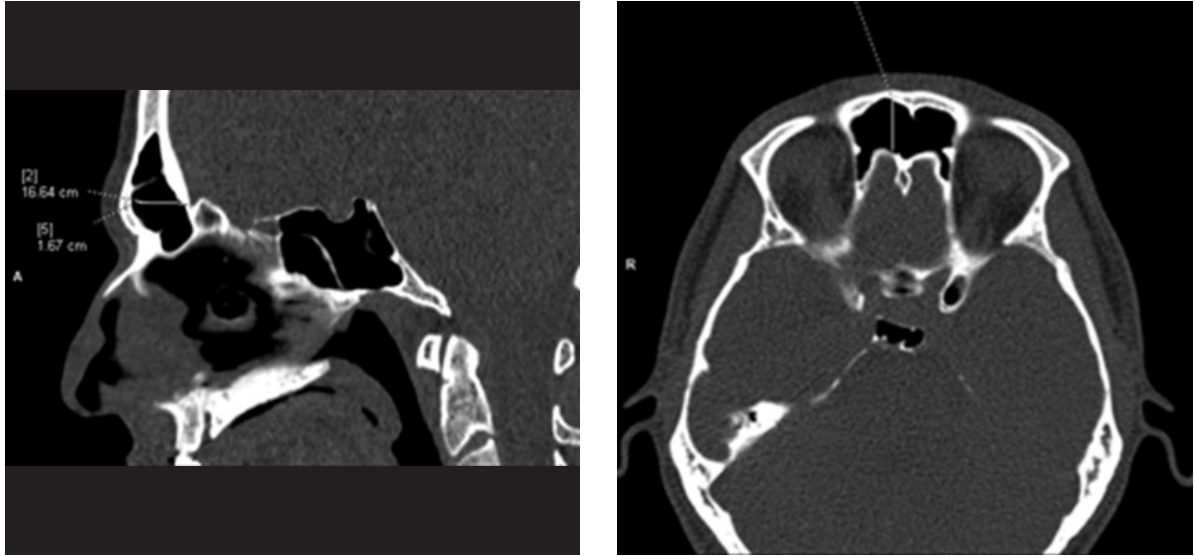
Coronal and axial computed tomography sections showing anatomical landmarks used for frontal sinus measurements.
